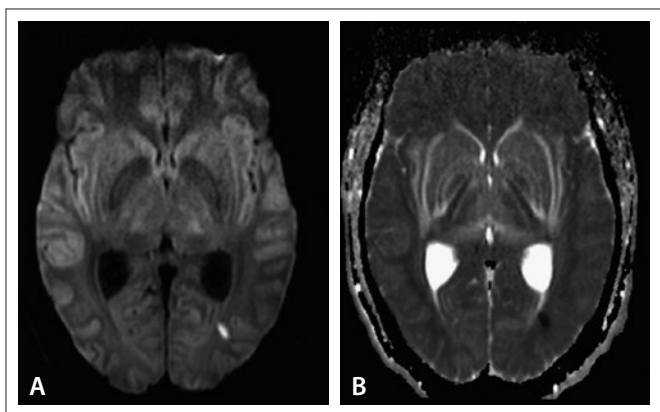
cMRT Aufnahme: DWI und ADC axial; periventriculäre Diffusionsstörung mit Signalabsenkung in der ADC-Karte
